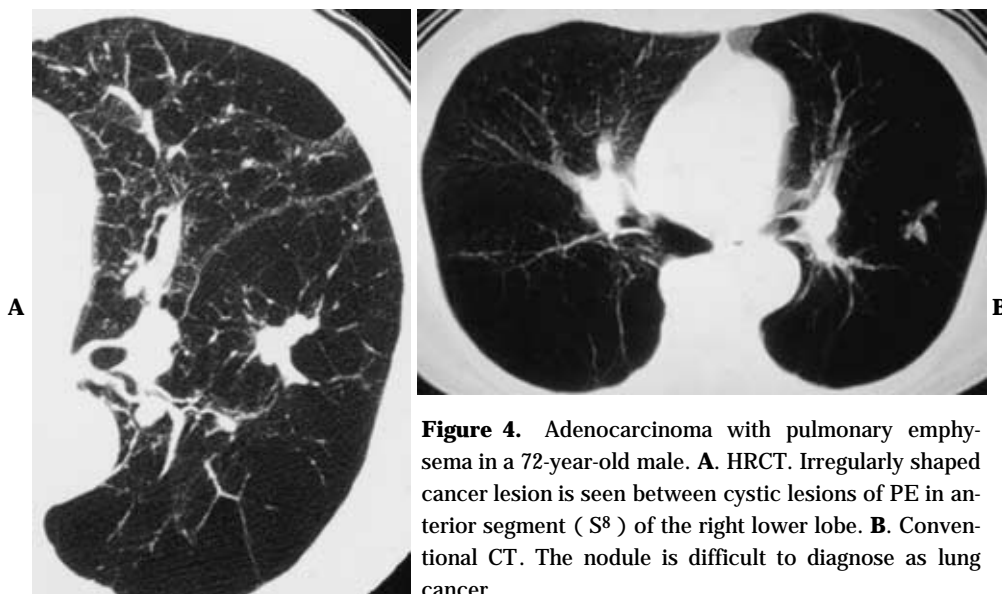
Adenocarcinoma with pulmonary emphysema in a 72-year-old male. A. HRCT. Irregularly shaped cancer lesion is seen between cystic lesions of PE in anterior segment (S⁸) of the right lower lobe. B. Conventional CT. The nodule is difficult to diagnose as lung cancer.
